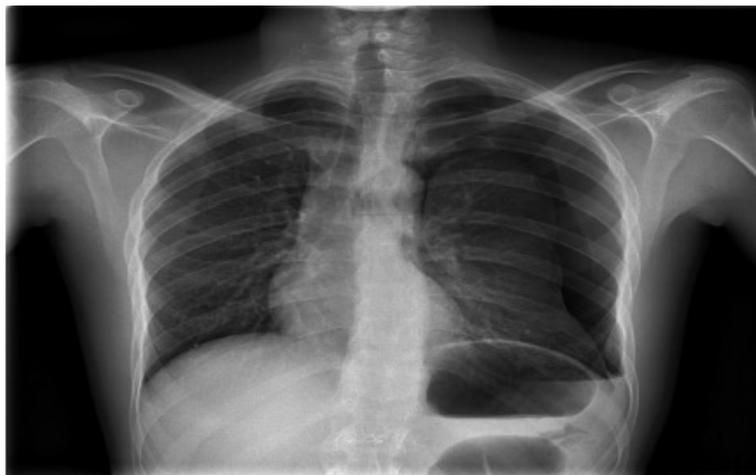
Radiografía posteroanterior. Neumotorax izquierdo completo
